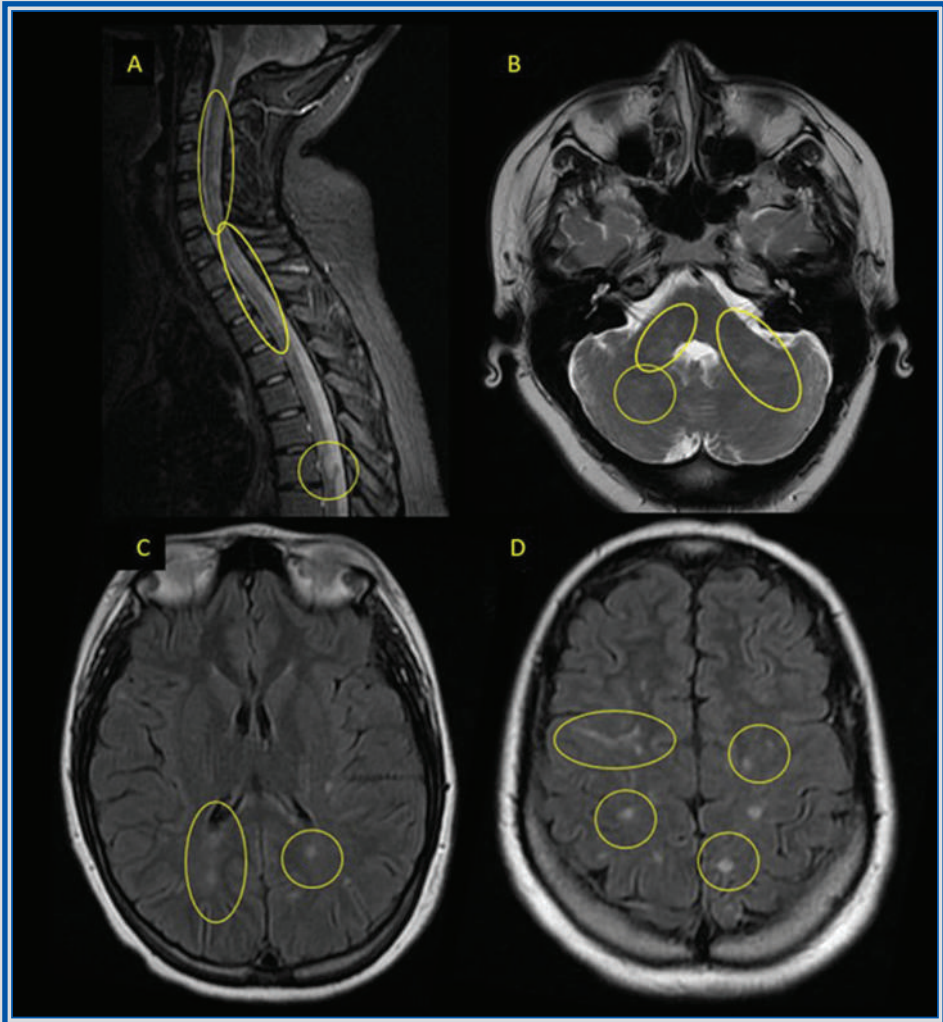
Capítulo 6. IRM de médula espinal y encéfalo. Lesiones típicas de EM, de comportamiento hiperintenso en secuencias STIR en médula espinal (A) donde presentan forma cilíndrica y extensión menor a 2 cuerpos vertebrales. En secuencias T2 (B) afectan a los pedúnculos cerebelosos medios y cerebelo derecho. En secuencias FLAIR (C y D) están localizadas en la sustancia blanca yuxtacortical y periventricular.
